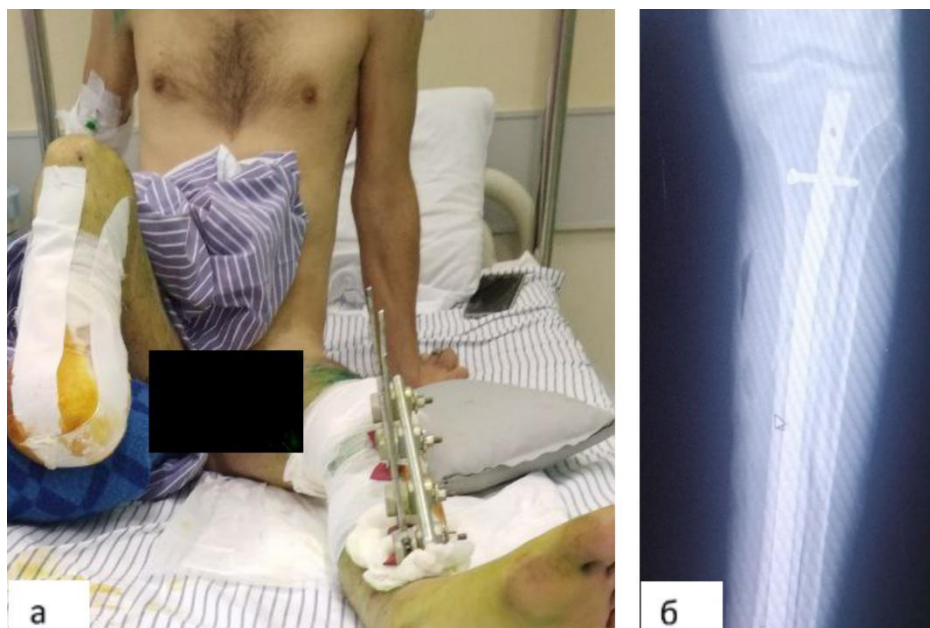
Пациент И. А - внешний вид нижних конечностей пациента, Б - рентгенограмма интрамедуллярного блокированного остеосинтеза при переломе левой большеберцовой кости в прямой проекции
